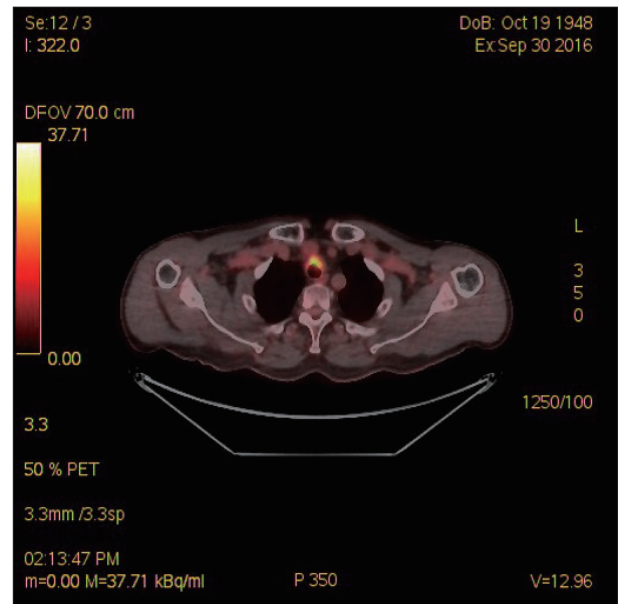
PET-CT scan. Increased FDG uptake at the irregular soft tissue lesion at tracheal area.
